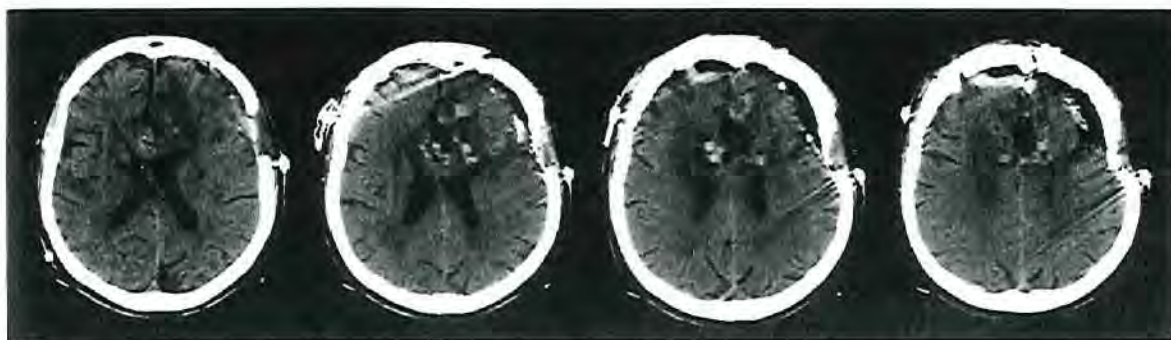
Resonancia magnética tras la extirpación del meningioma que se hallaba localizado en la corteza cingulada anterior.
